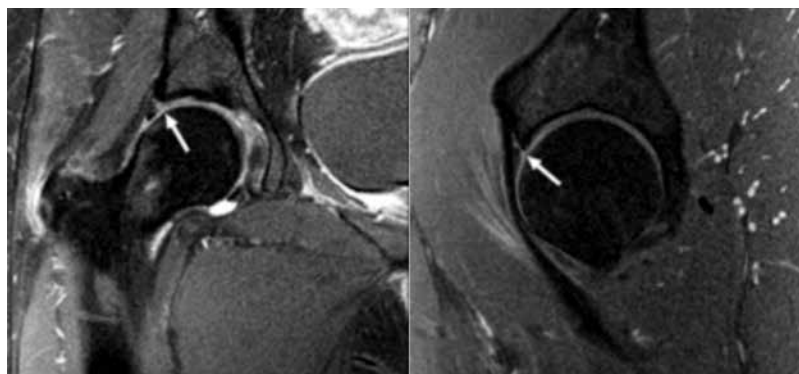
Arthro-MRT mit Labrumschaden des Hüftgelenkes
